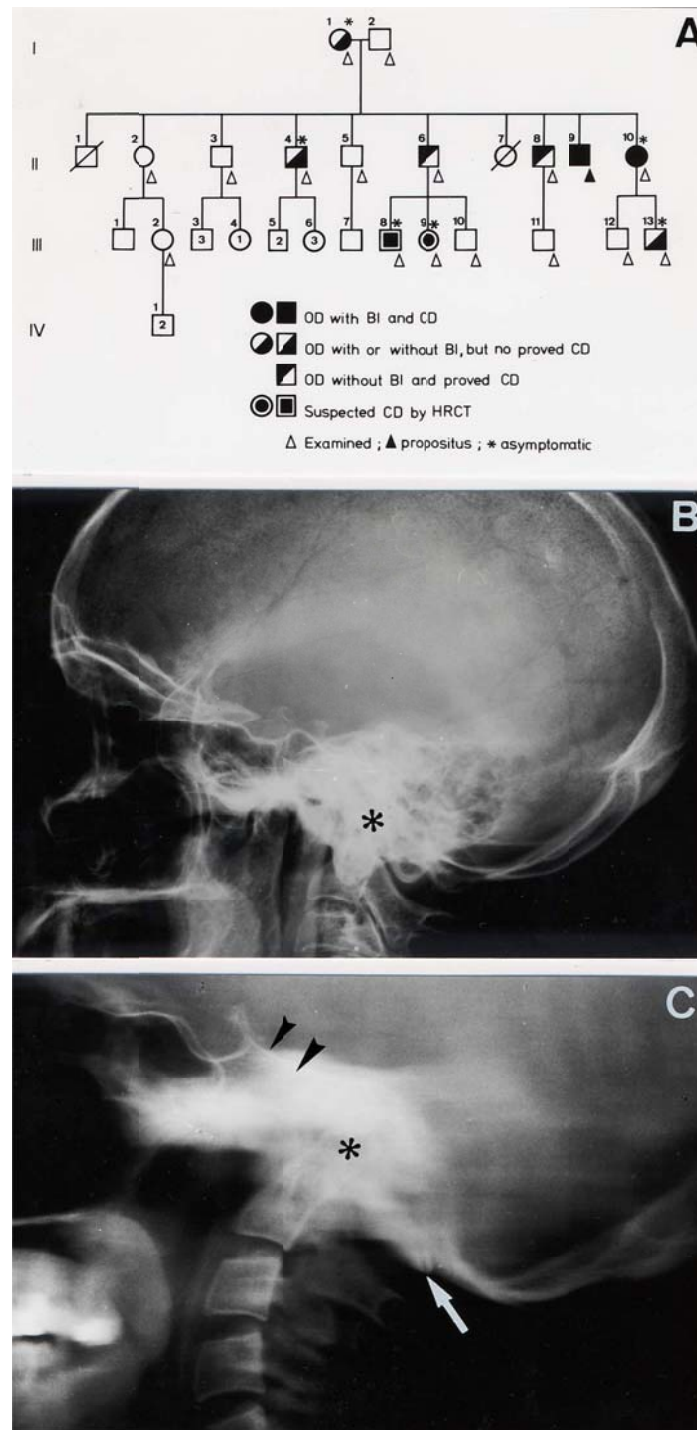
(A) Árbol genealógico de la estirpe con displasia occipital familiar descrita por Coria y colaboradores²²⁴. OD=displasia occipital; BI=impresión basilar; CD1=malformación de Chiari tipo I; HRCT=TAC de alta resolución. (B) Radiografía lateral de cráneo en el caso I-1 donde se observa una clara impresión basilar (el asterisco indica la punta de la odontoides). (C) Tomografía lateral de cráneo en el caso II-9 que revela un clivus corto y lordótico (puntas de flecha), occipitalización del arco posterior del atlas (flecha), y una acusadísima impresión basilar (el asterisco indica la punta de la odontoides).
